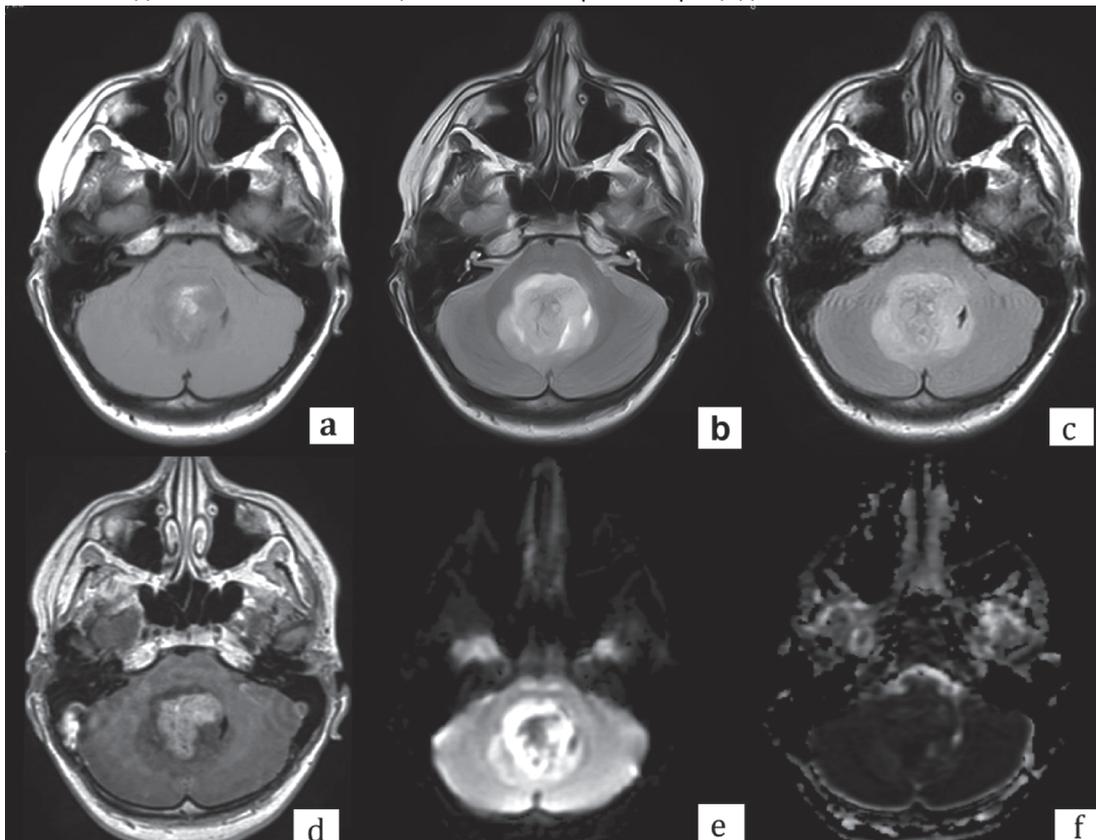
МРТ головного мозга. Аксиальный срез. а. Режим T1. б режим T2. в. Режим FLAIR. д. Режим T1 с контрастным усилением. е. Режим DWI. ф. Режим ADC
